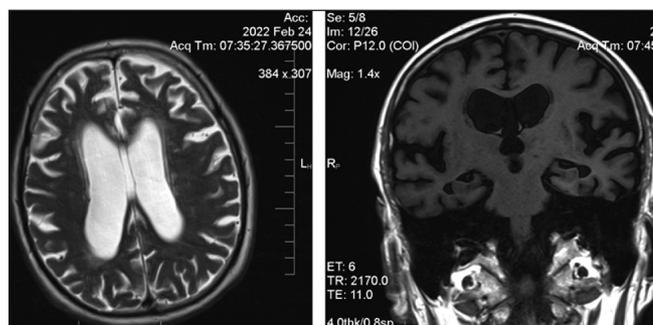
МР-томограммы пациентки К., 83 лет: отмечается выраженная атрофия гиппокампа и всего головного мозга с преобладанием слева
